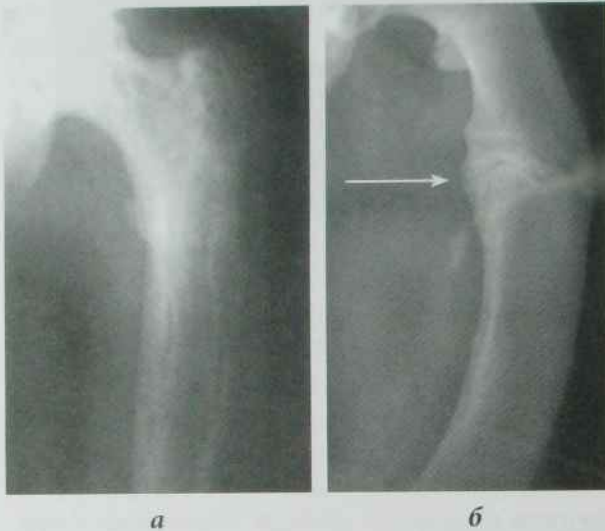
Рентгенограми лівих стегнових кісток у прямій проекції:
